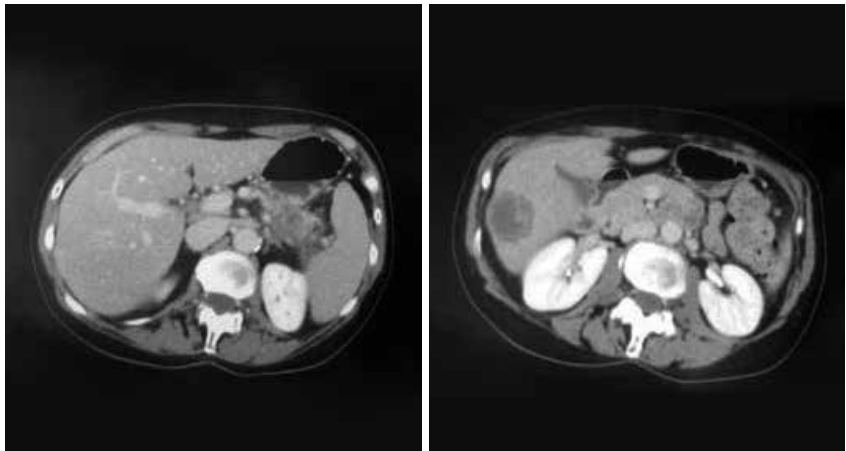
胰腺损伤和继发性肝脏病灶明显减少(第4疗程后CT检查)
